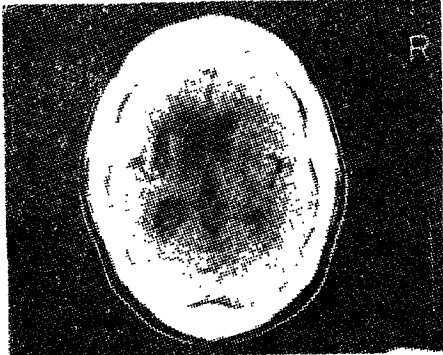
Brain CT scan shows old infarction in left side basal ganglia.
